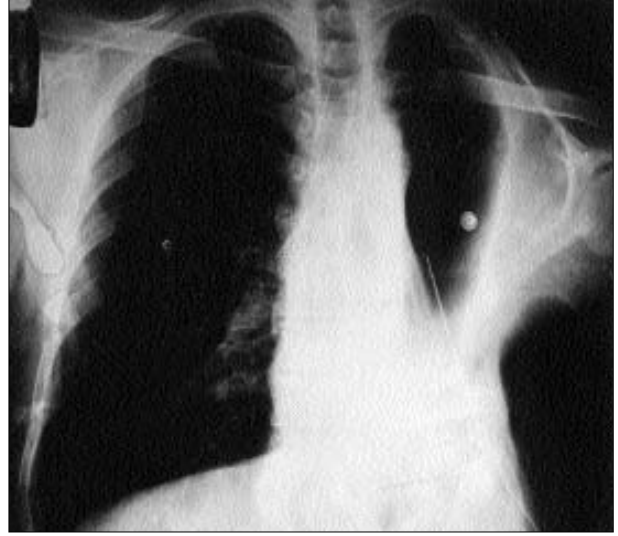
Birinci olgunun BPF tanısı ile ilk geliş PA akciğer grafisi.
